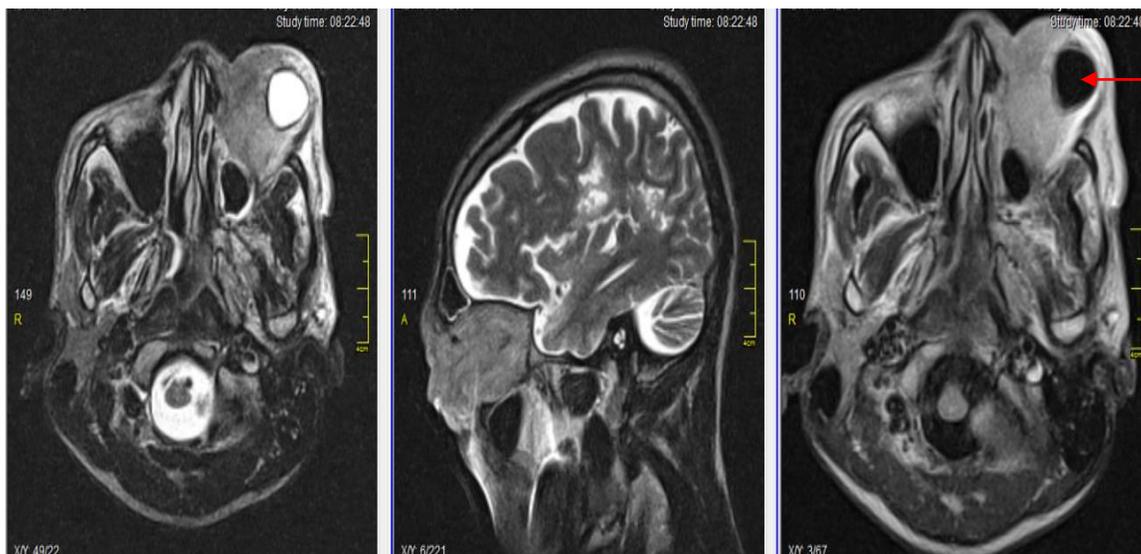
Resonancia magnética nuclear. Se muestra la presencia de lesión hiperintensa en T₁ y T₂ propia del linfoma.
